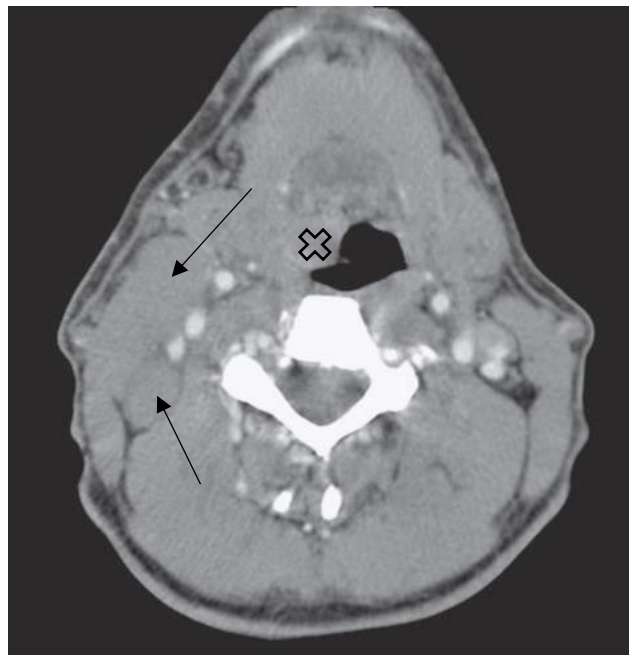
Imagem axial de TC: tumor na base direita da língua (cruz) e adenopatia metastática cervical (setas) (retirado de Smith T.J., et al., 2017)
